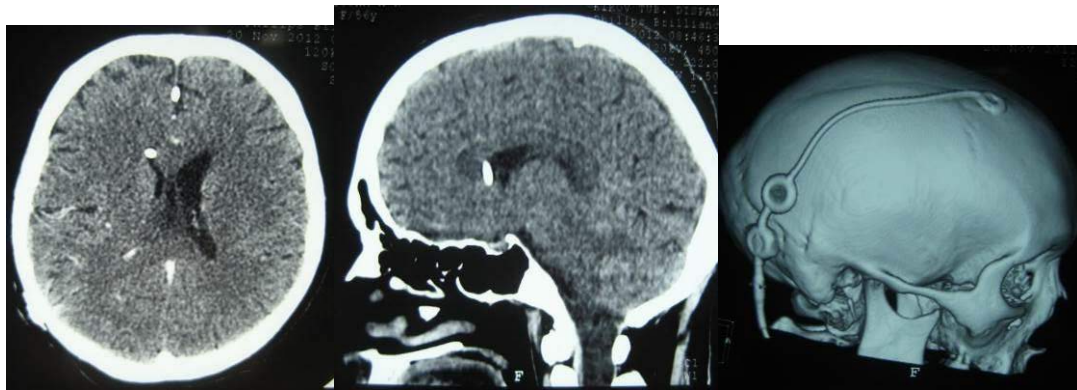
КТ картина этой же пациентки после вентрикулоперитонеального шунтирования.
